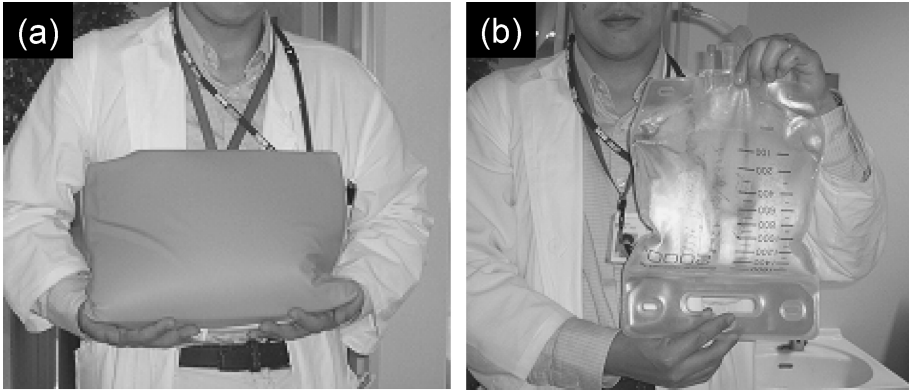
A dielectric pad (a) and a 1.6-liter water bag with 50 grams of manganese chloride are demonstrated. A dielectric pad is filled with gel, which is widely used in ultrasound.
